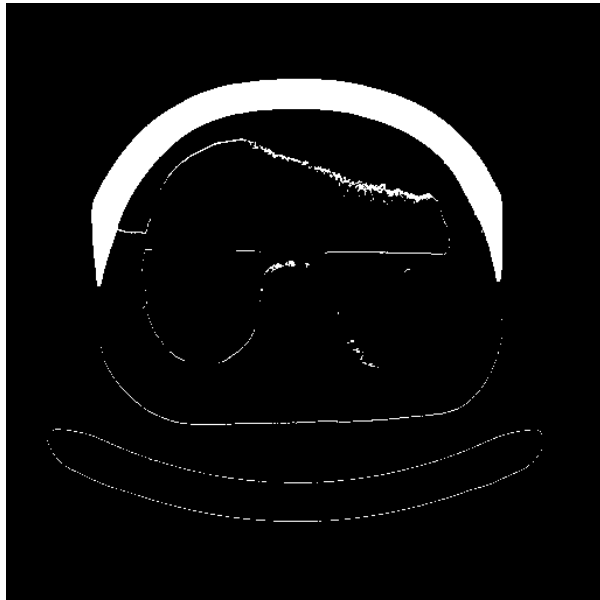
Differenzbild der Nicht-Luftvoxel der CT-Aufnahme mit und ohne Overlay Nr. 4.
